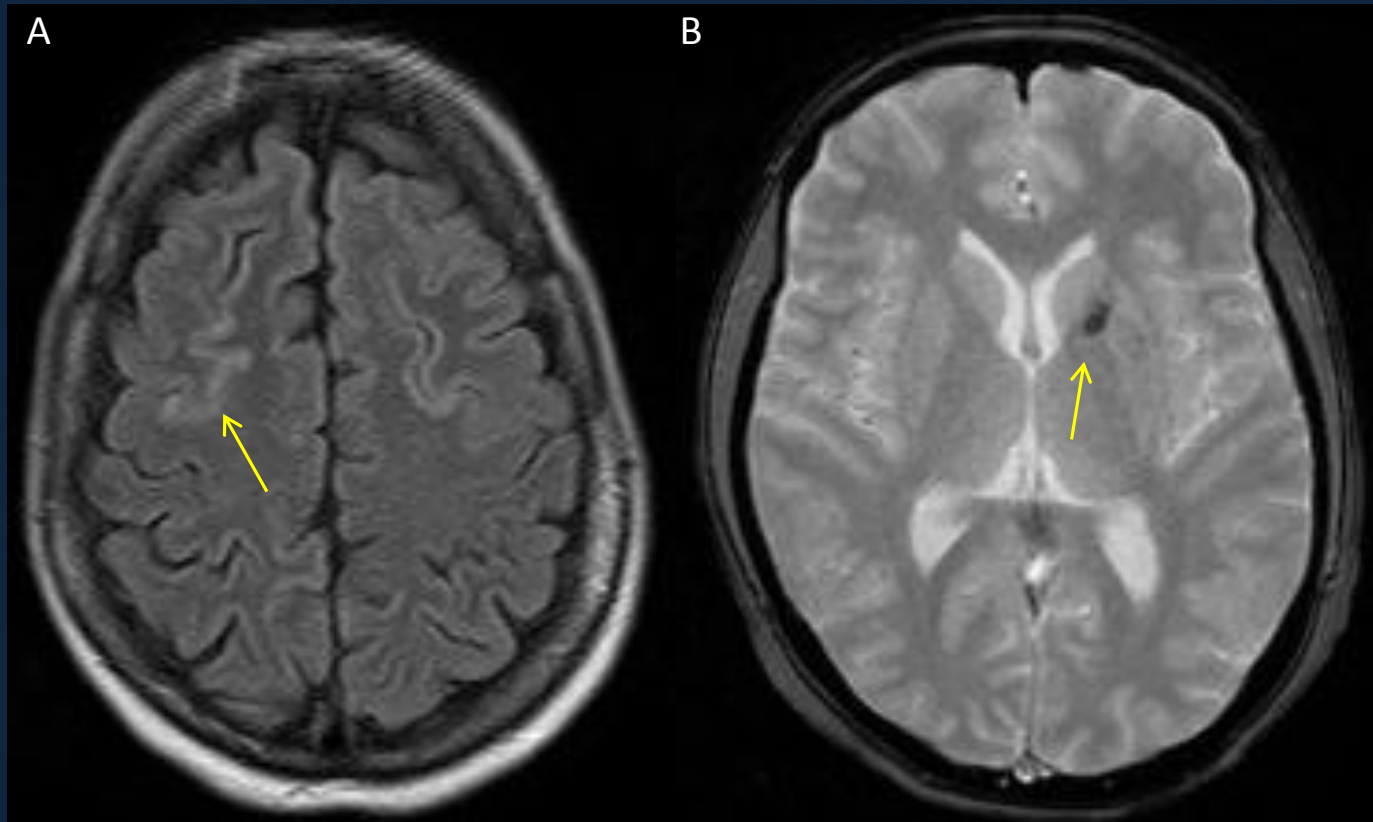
Cortes axiales. A. FLAIR: hemorragia subaracnoidea focal giriforme en la región frontal y prefrontal derecha sobre la convexidad. B. Eco gradiente T2: lesión hemorrágica en brazo anterior de cápsula interna izquierda.
